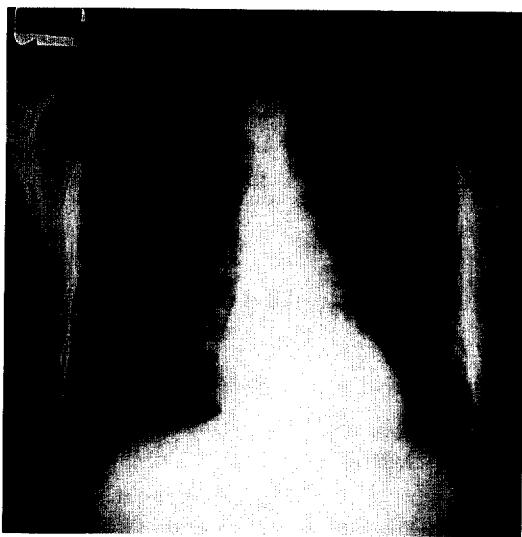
Chest radiograph shows honeycomb appearances with reticular densities in bilateral basal areas of both lower lungs.
